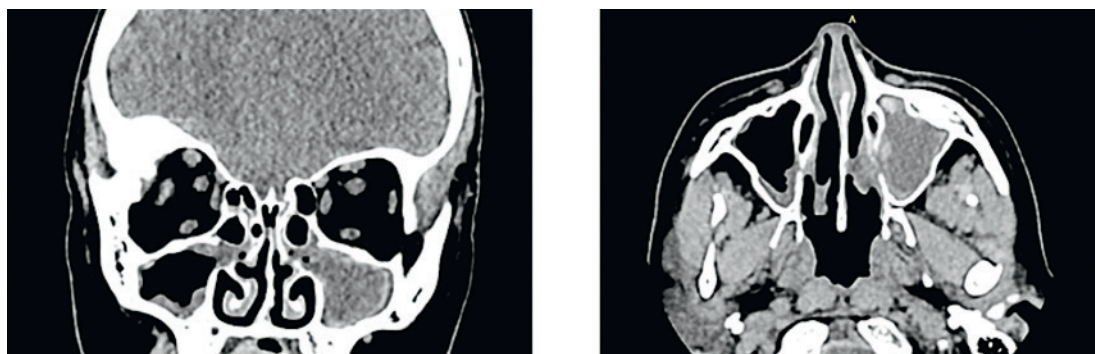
КТ ОНП пациента с мукоцеле левой ВЧП
